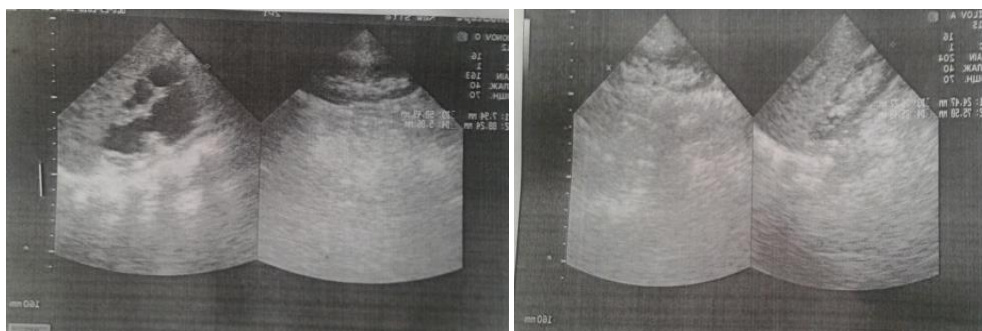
УЗИ картина при гидронефрозе (а- до стентирования; б-после стентирования спустя 2 года)
